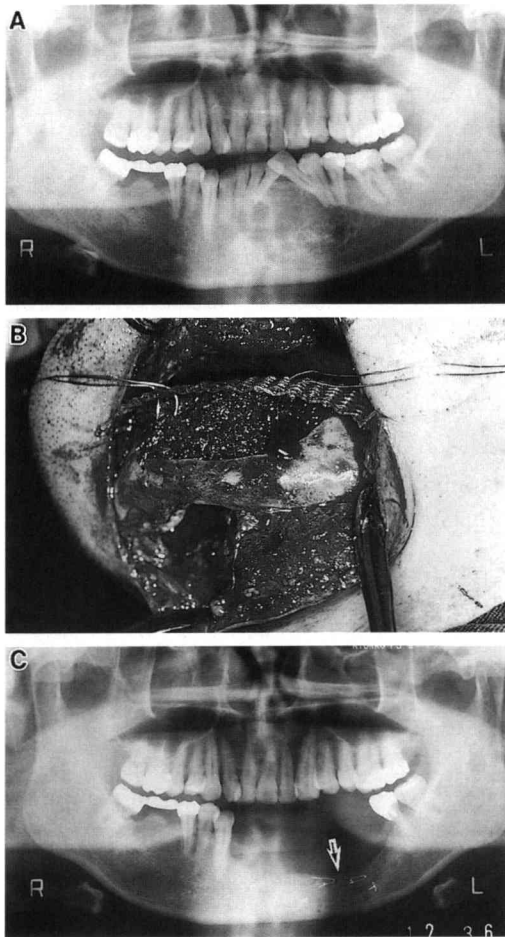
A, Panoramic radiograph showing ameloblastoma of the mandible in case 7. B, Photograph showing immediate reconstruction holding PCBM graft using PLLA mesh tray. C, Radiograph showing new bone formation (arrow) at six months later.
